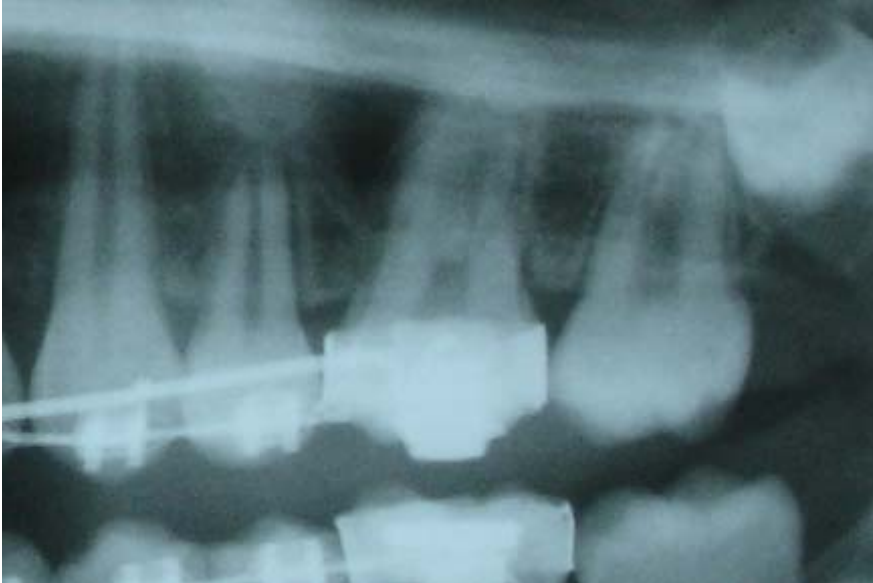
Caso 2: Radiografías mostrando la inclinación mesial del primer molar superior izquierdo.
